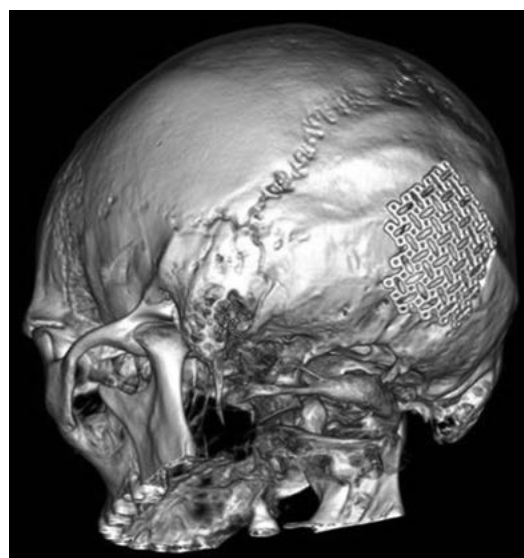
Післяопераційне МСКТ, 3D-реконструкція черепа
